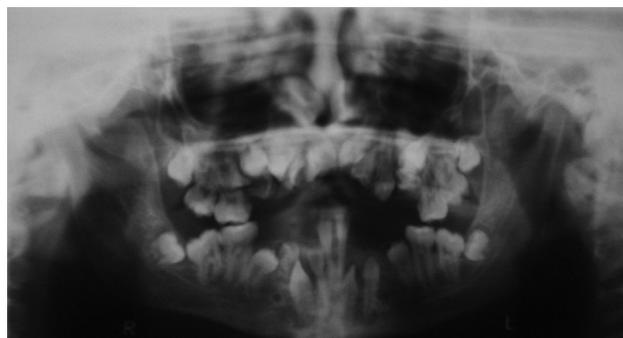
Radiografía panorámica de cavidad oral muestra varias piezas dentarias sin erupcionar (seudoanodoncia).
